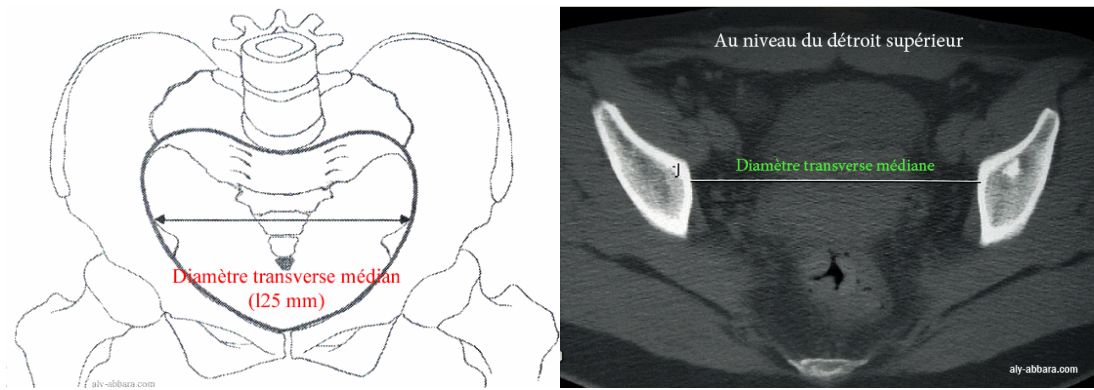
Diamètre transverse médian (mesure radiographique et scanner).
